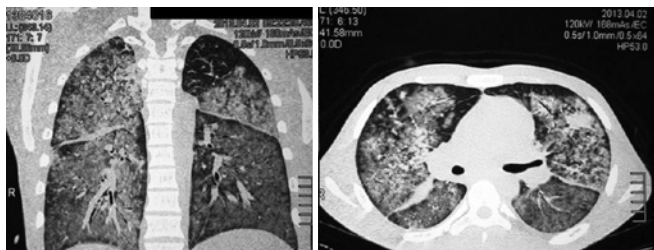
Tomografia computadorizada de tórax sem contraste, demonstrando consolidações alveolares e áreas de atenuação em vidro fosco.
